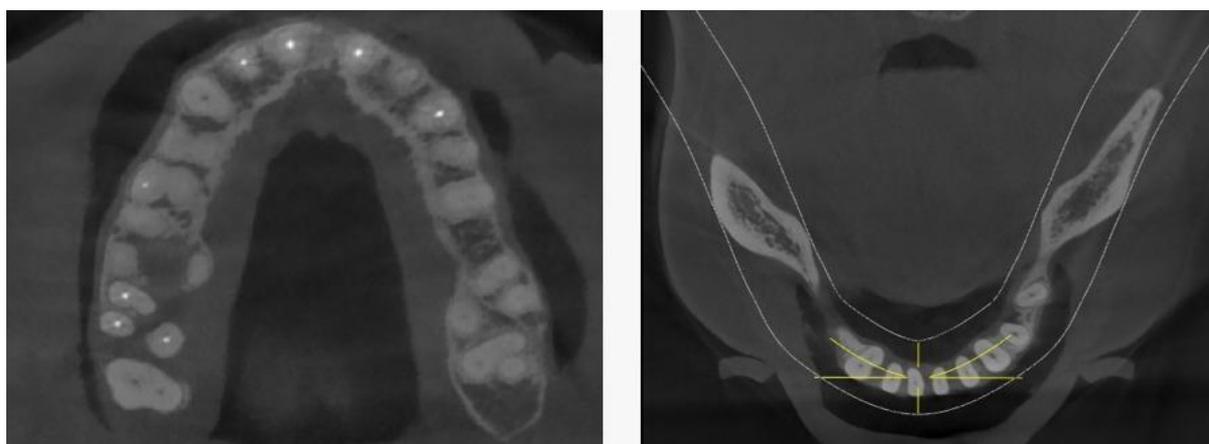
Tomografias Iniciais (Corte Axial).
